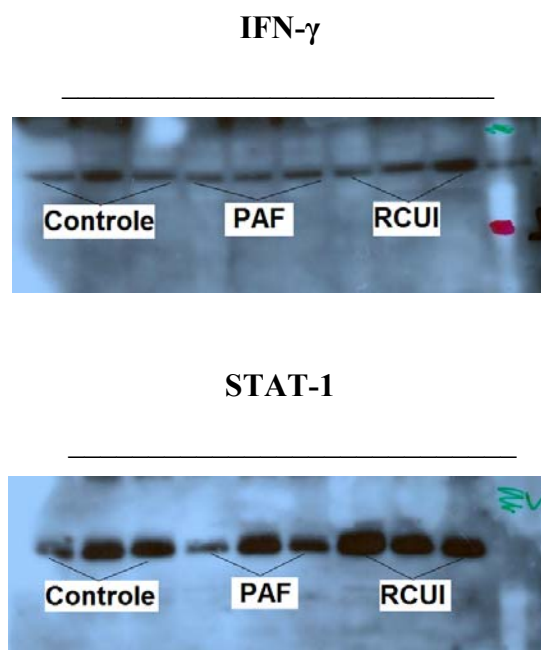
Bandas auto-radiografadas da expressão de IFN- γ e STAT-1 nos Grupos Controle, PAF e RCUI.
